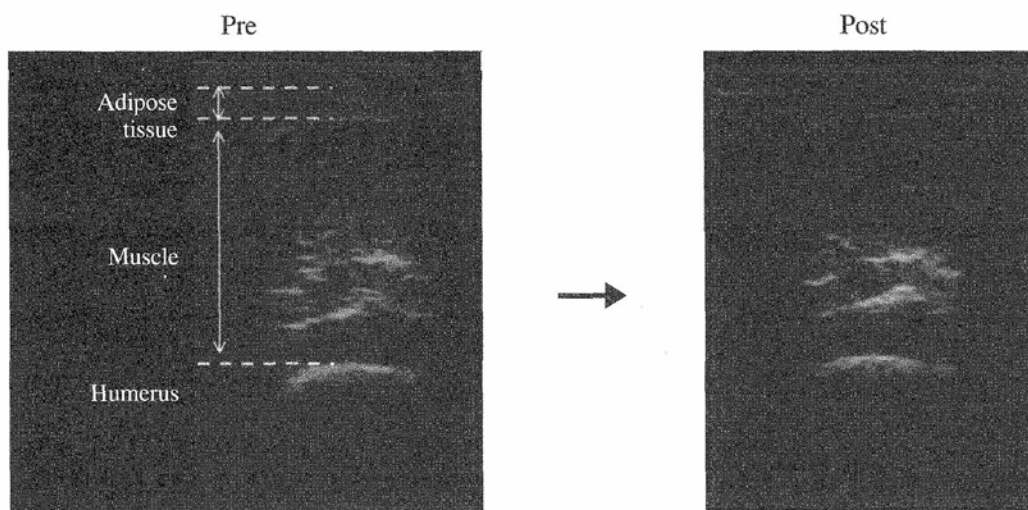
超音波Bモード画像による上腕屈筋群筋厚と皮下脂肪厚の測定（例）
